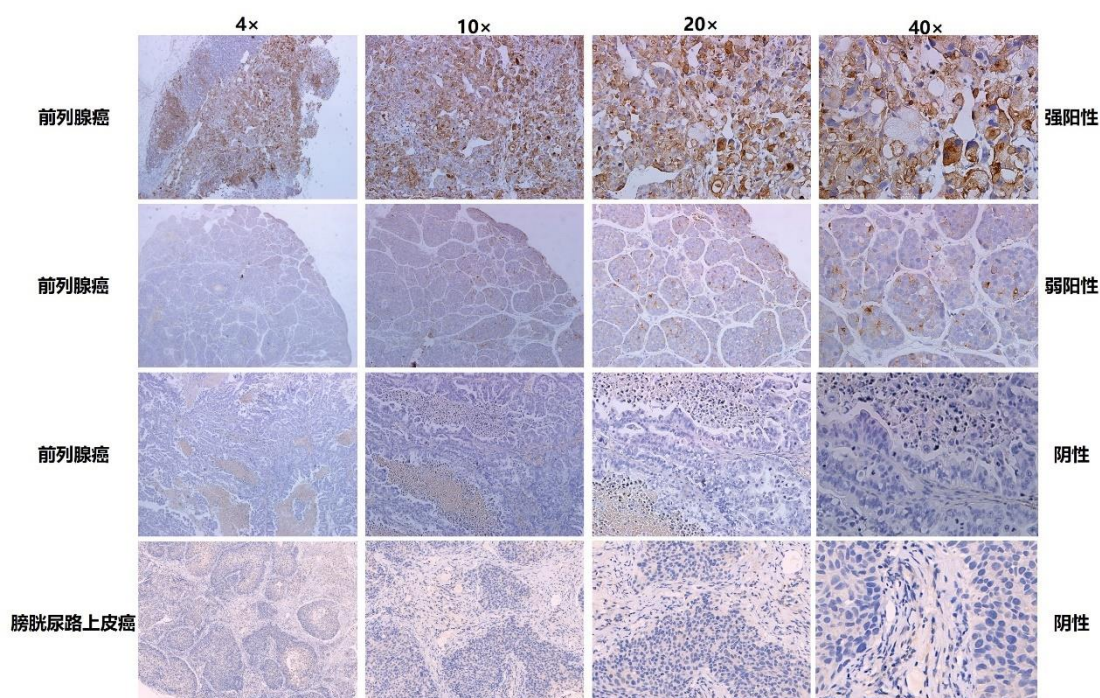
前列腺癌和膀胱尿路上皮癌 PDX 模型 PSMA 抗原表达情况图
